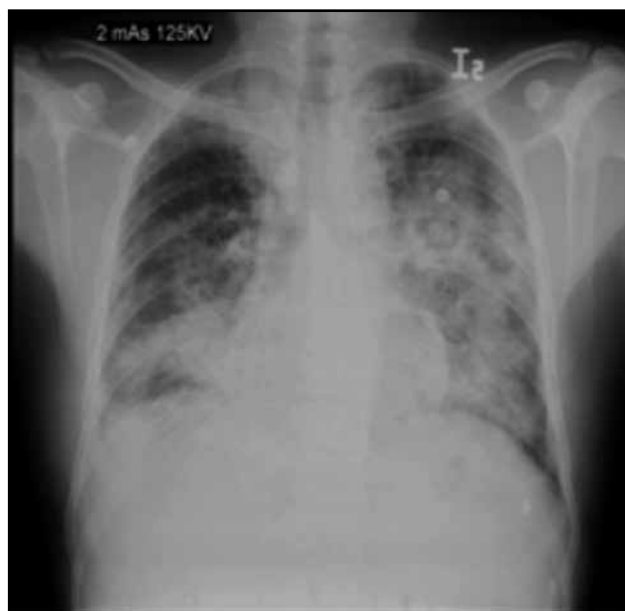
d. Radiografía de tórax con infiltrados de ocupación alveolar en cuatro cuadrantes.
